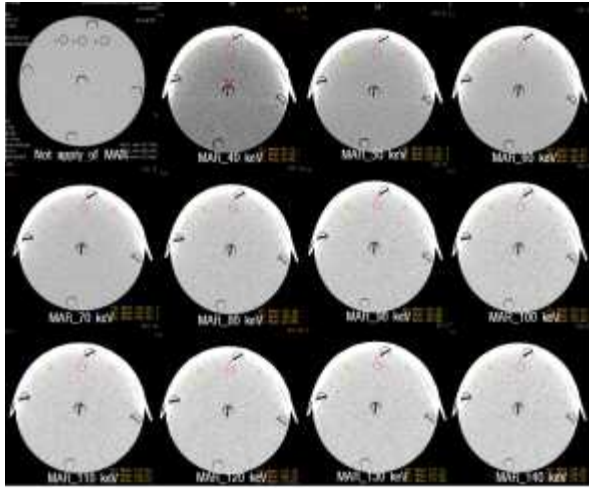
Image of measurement to CT value.
